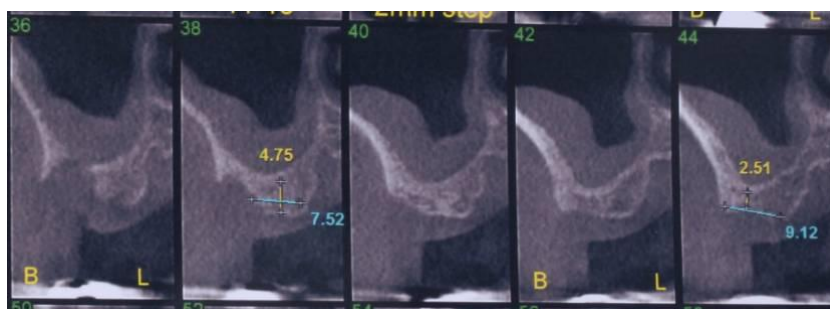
27. Slice-uri din CT care relevă înălțimea osoasă reziduală
